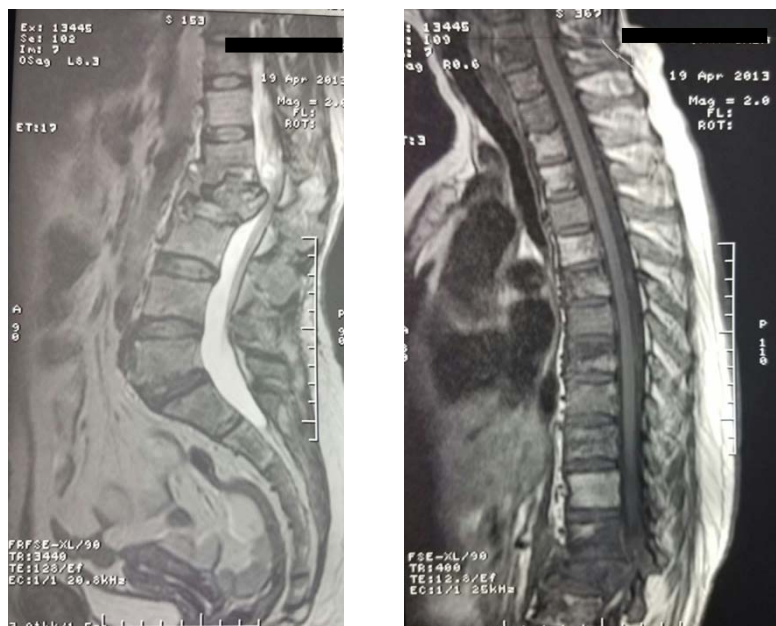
Coupes sagittales d'une IRM dorsolombaire objectivant une atteinte médullaire étagée avec compression médullaire en regard de L2 associée à une fracture de L2.
